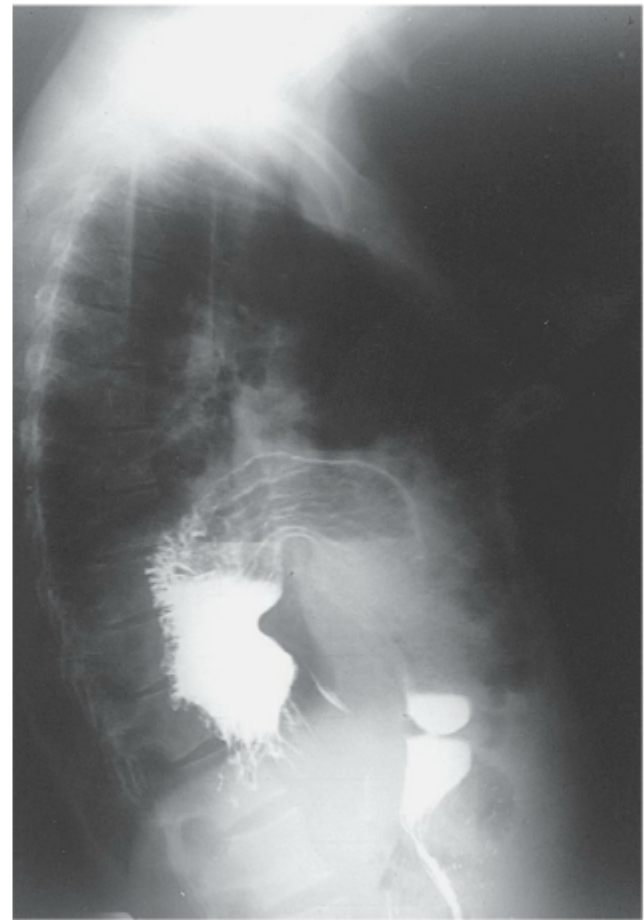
Radiografia de tórax, em perfil, mostrando uma herniação do estômago na cavidade pleural esquerda.
